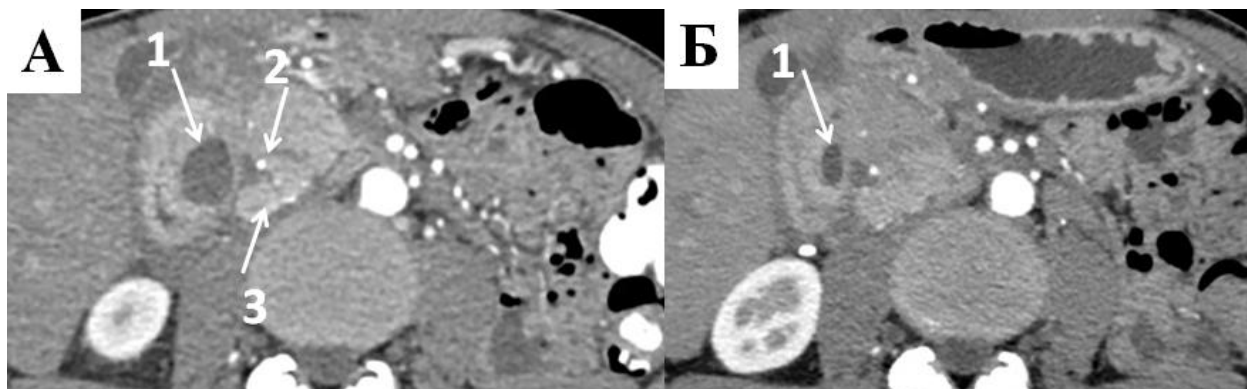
КТ, артериальная фаза контрастного усиления. А – до проведения консервативной терапии, Б – после. 1 – киста в стенке ДПК 2 - ГДА, 3 - головка ПЖ.
